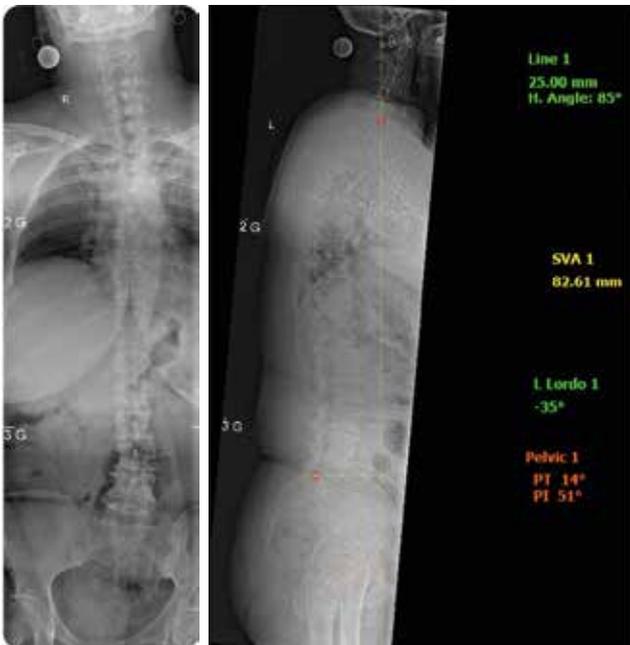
Kasuistik 1: Präoperatives Röntgen ap und seitlich normalisiert
